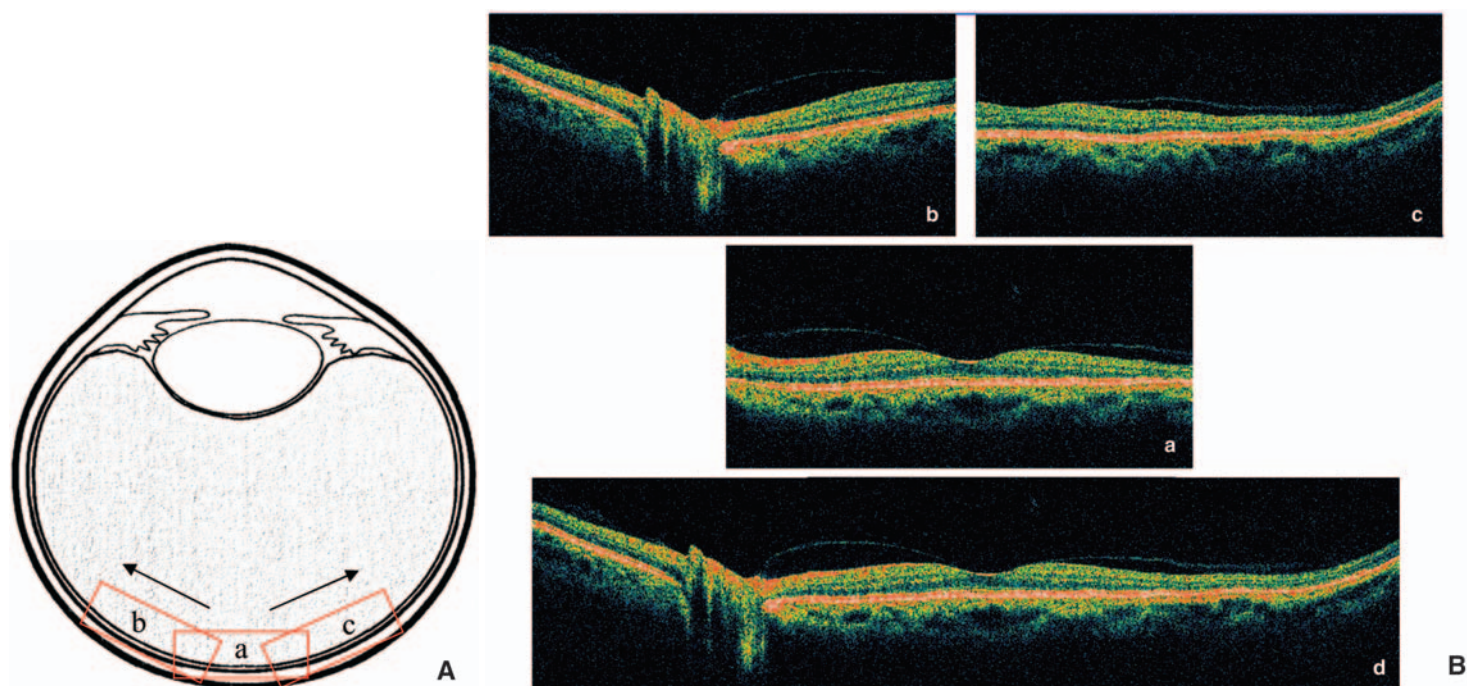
Exemple de réalisation de montage à partir de plusieurs coupes *optical coherence tomography* (OCT).
